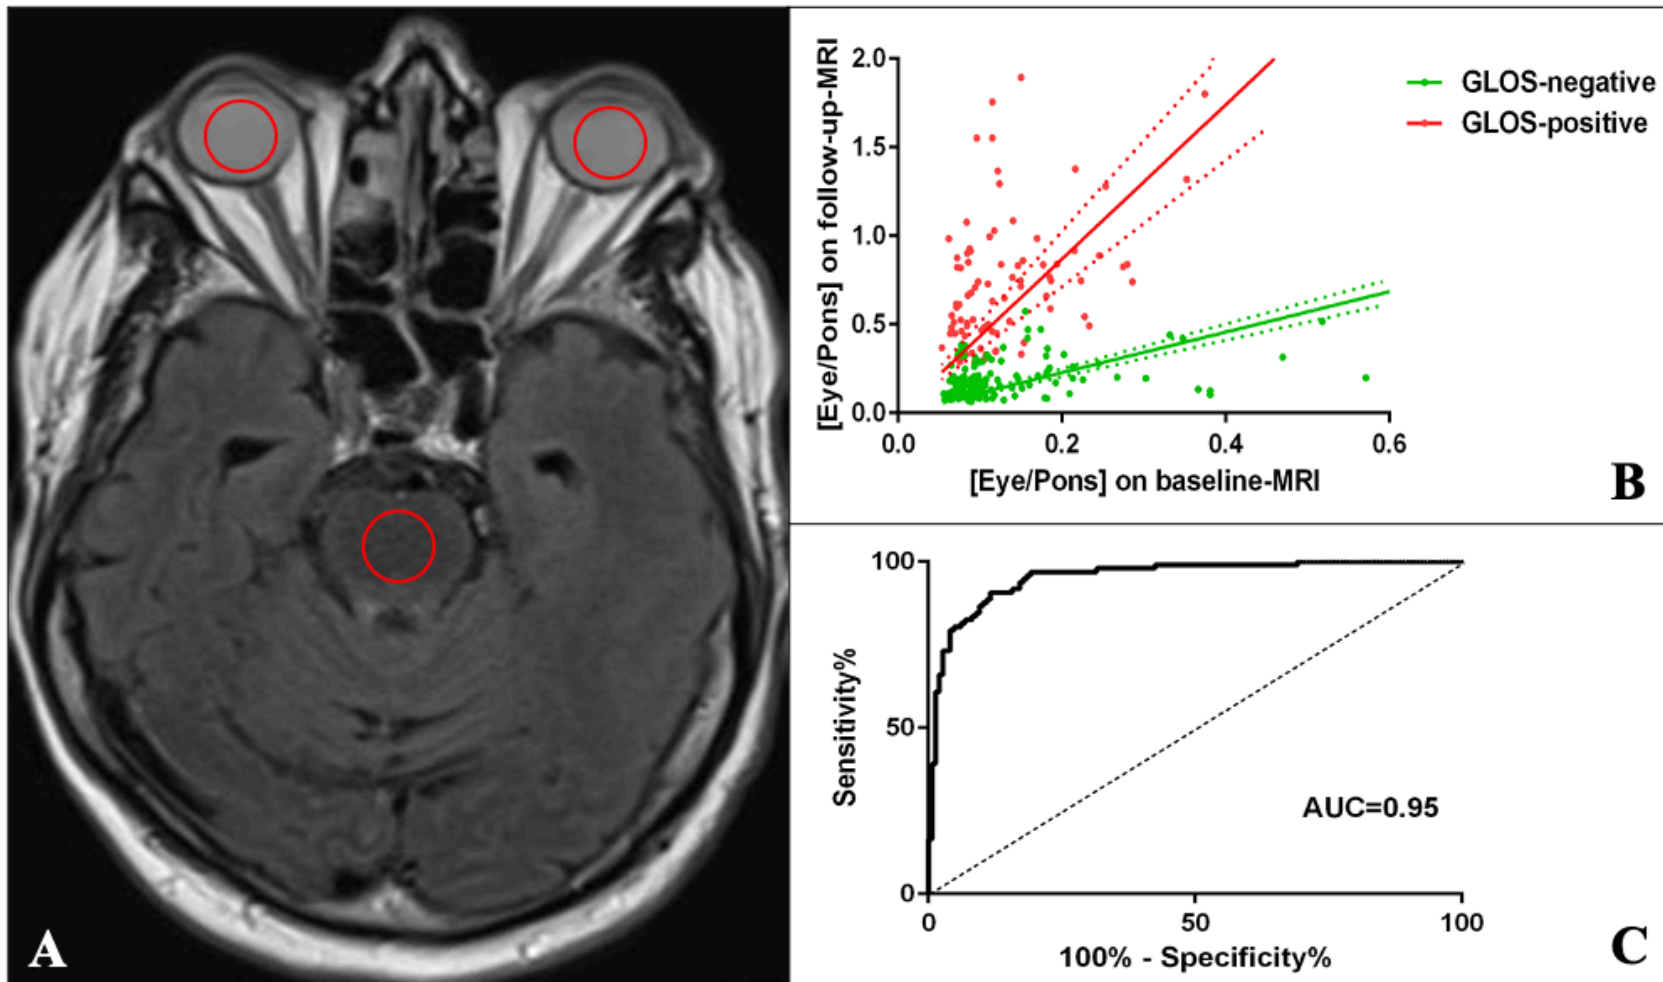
(A) Regions of interest were positioned in axial FLAIR images, at the same level at baseline and follow-up, within both vitreous bodies and the pons (red circles). (B) Eye-to-pons ratios at follow-up were plotted against eye-to-pons ratio at baseline in patients visually rated GLOS-positive (red) and GLOS-negative (green). Regression lines and 95% confidence intervals are shown. (C) Receiver operating characteristic (ROC) curve for the visually rated GLOS class according to the eye-to-pons ratio at follow-up.
